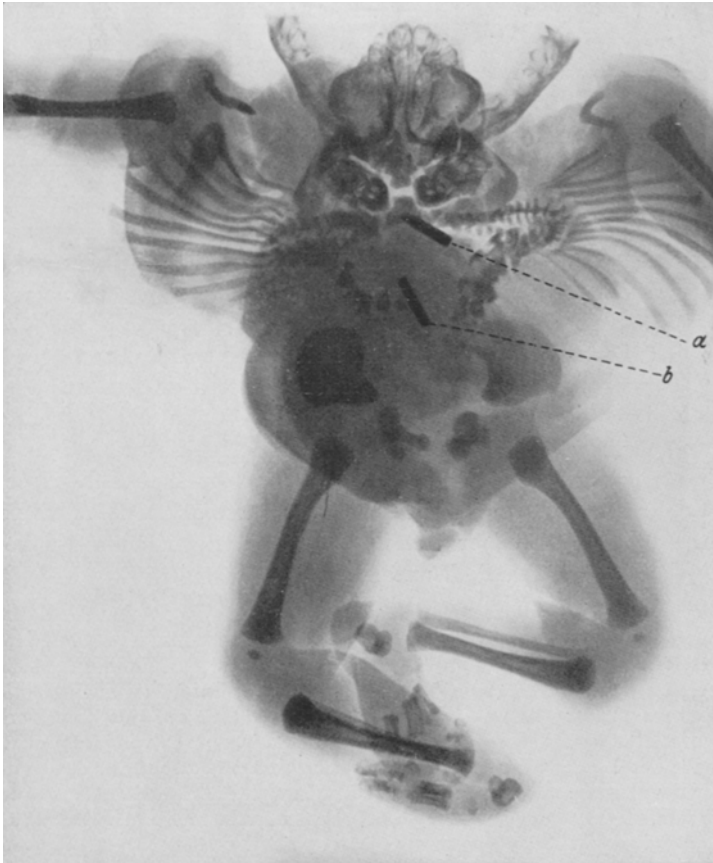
Röntgenaufnahme von rückwärts gesehen. Bei *a* eine Bariumsonde in der Ausmündung des Oesophagus, bei *b* eine in der Duodenalausstülpung.
